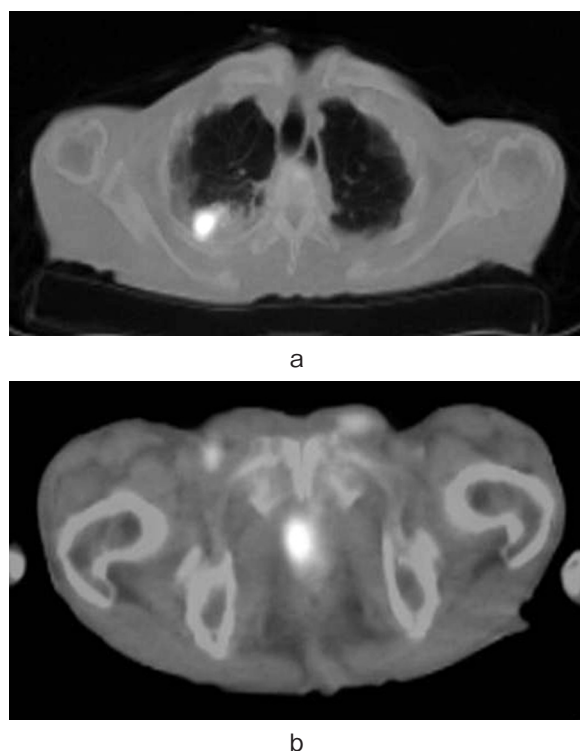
PET-CT showed hypermetabolic masses (a: prostate, b: lung).
